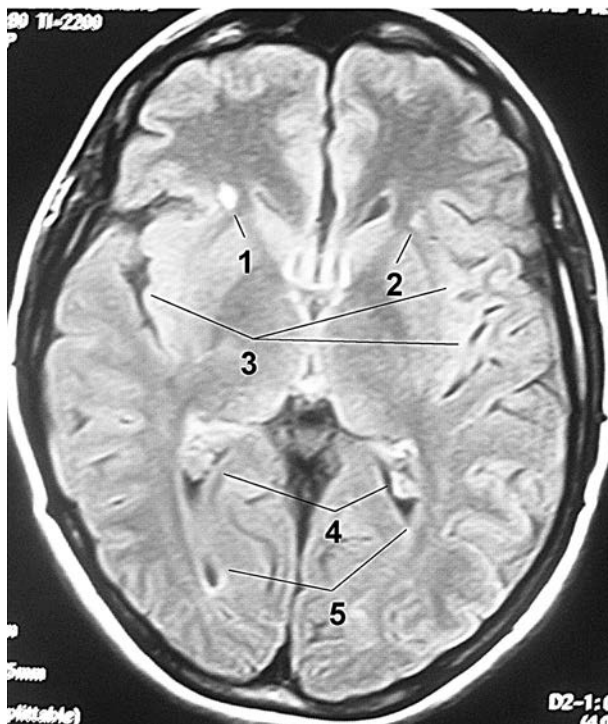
МРТ у режимі FLAIR в аксіальній проекції головного мозку пацієнта з HHV-7-нейроінфекцією з подинними осередками в лобній частці мозку (пояснення в тексті)
